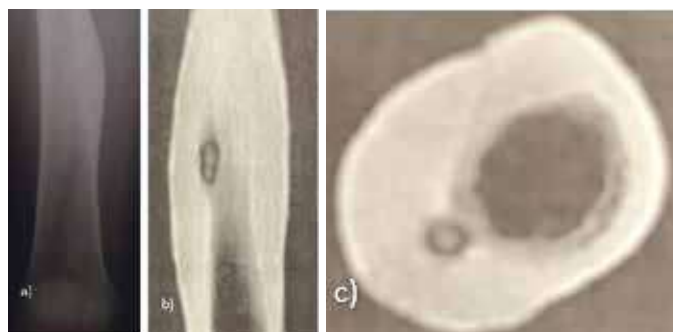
Aspectos dos exames de imagem a) radiografia, b) e c) tomografia pré-operatória inicial.
